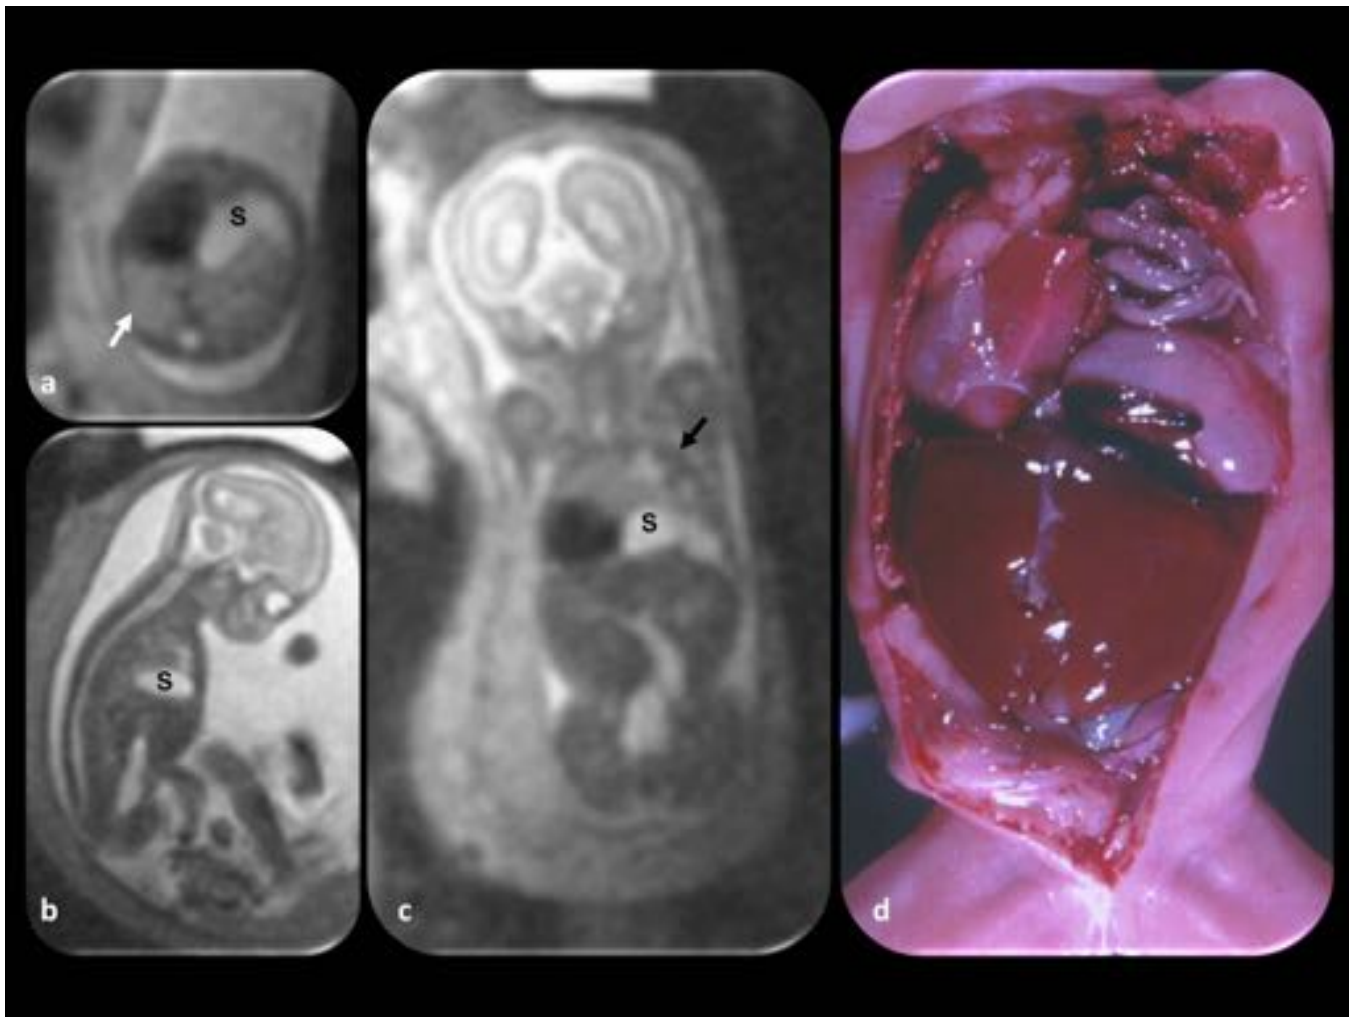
Hernia diafragmática izquierda. Feto de 22 semanas de gestación. (a, b y c) Cortes axial fetal, sagital y coronal donde se observa el desplazamiento hacia la derecha del corazón y el estómago (s) dentro de la cavidad torácica; las asas intestinales también se encuentran herniadas dentro de la cavidad torácica (flecha negra en c). El pulmón izquierdo no se ve y el derecho es muy hipoplásico (flecha blanca en a). (d) La pieza anatómica del feto muestra todos los hallazgos descritos en la RM.
